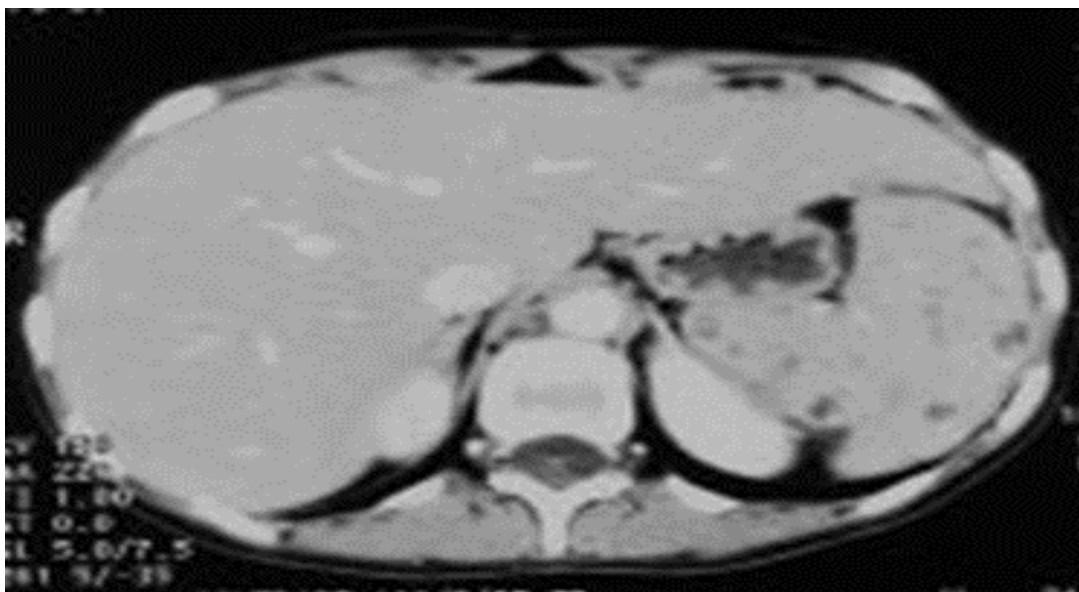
une TDM montrant une miliaire splénique [10].
